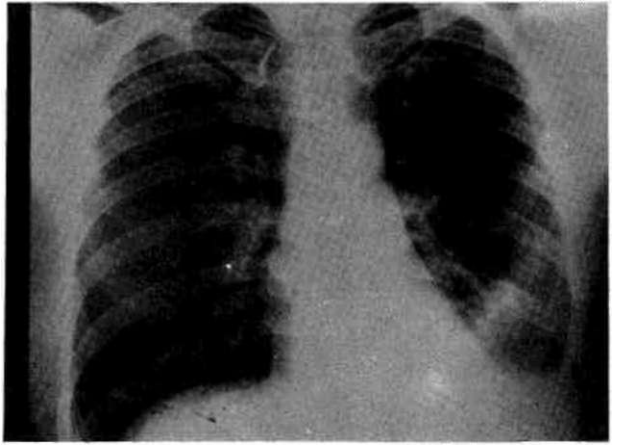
Akciğer grafisinde sol üst lobda kenarları nisbeten düzensiz periferik kitle izleniyor.
